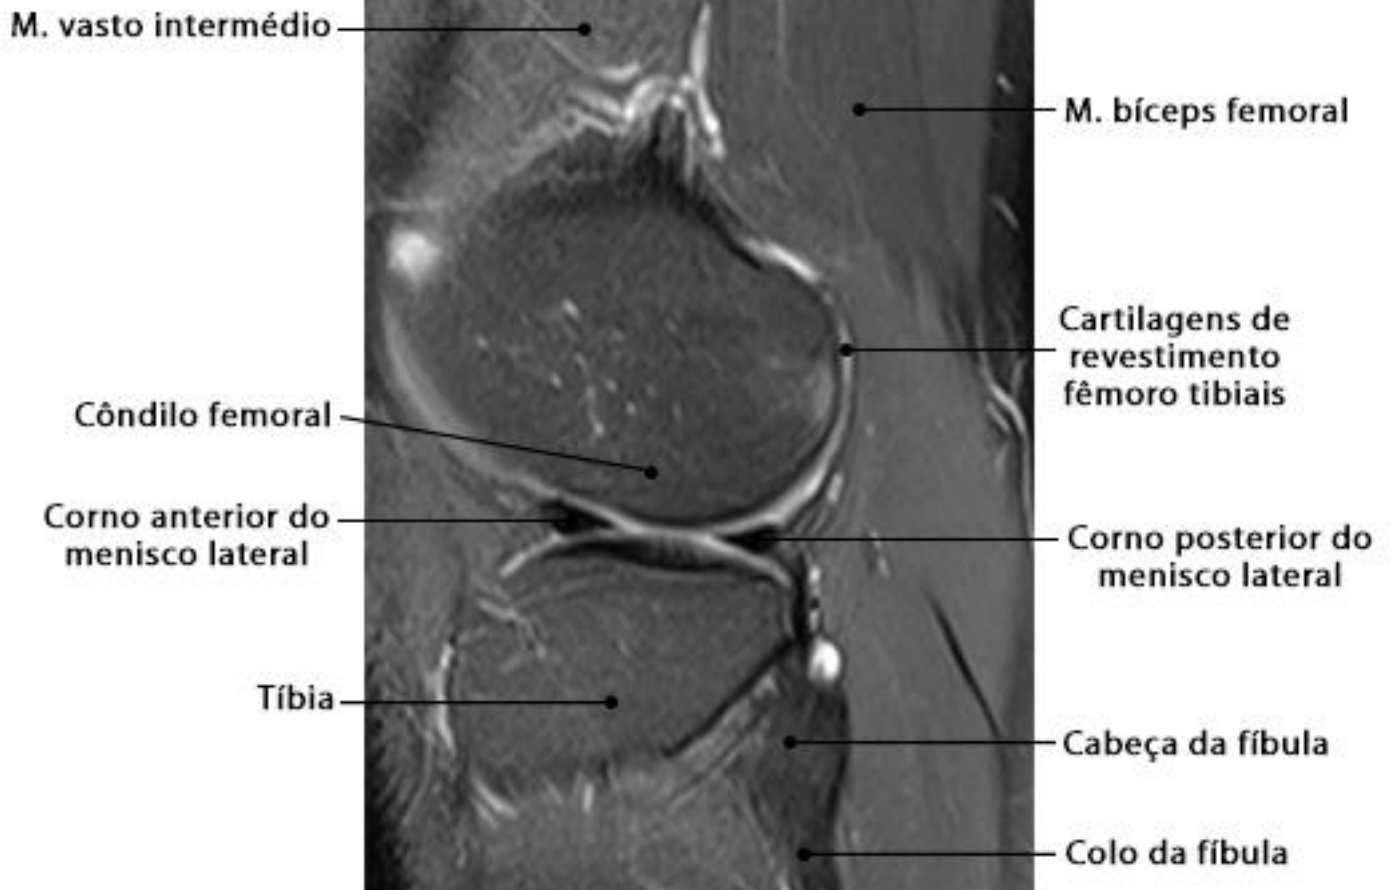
RM do joelho em corte sagital com ponderação DP SPAIR
